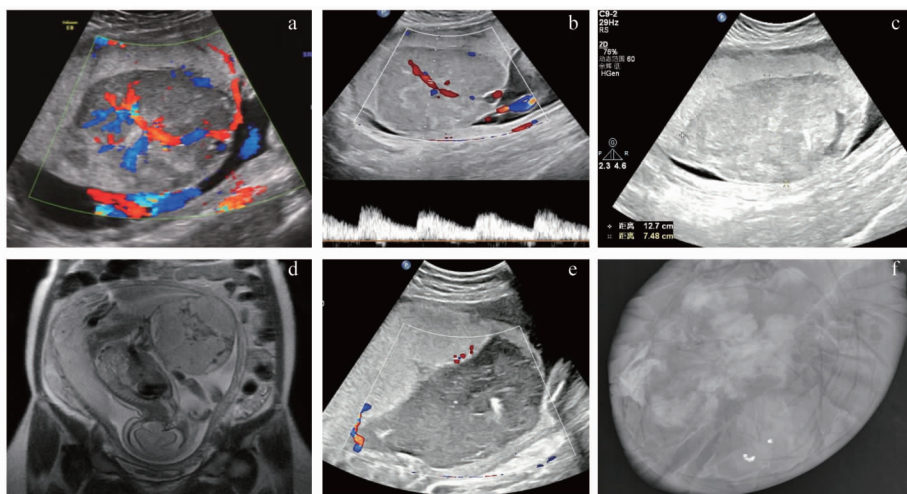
a. 肿瘤位于脐带插入部位附近并含有丰富血管;b. 胎盘血管瘤内的低阻力型动脉血流;c. 放置栓塞弹簧圈前胎盘绒毛膜血管瘤的大小;d. 磁共振检查胎盘及胎盘绒毛膜血管瘤情况;e. 放置栓塞弹簧圈后胎盘绒毛膜血管瘤内的血流消失;f. X线下胎盘绒毛膜血管瘤内孕期放置的4枚栓塞弹簧圈位置
